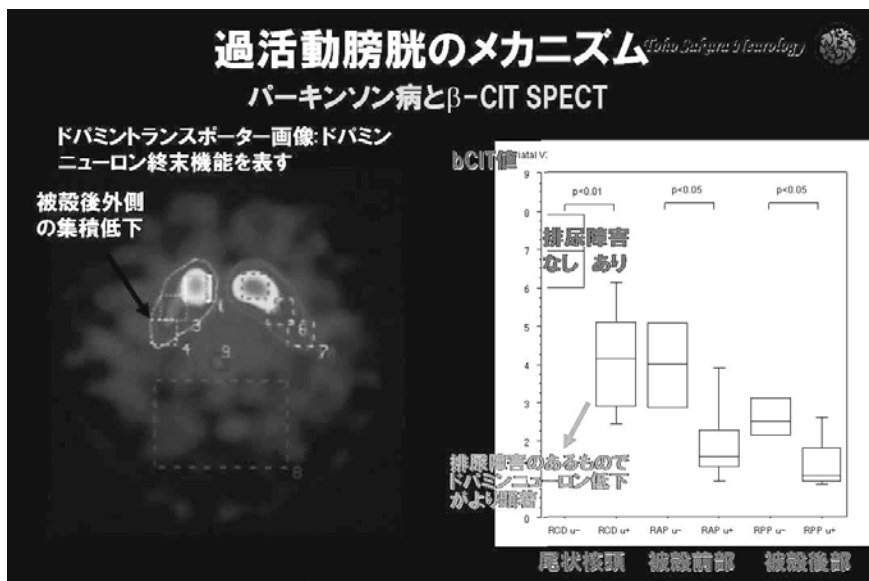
パーキンソン病のOABと β -CIT SPECT
